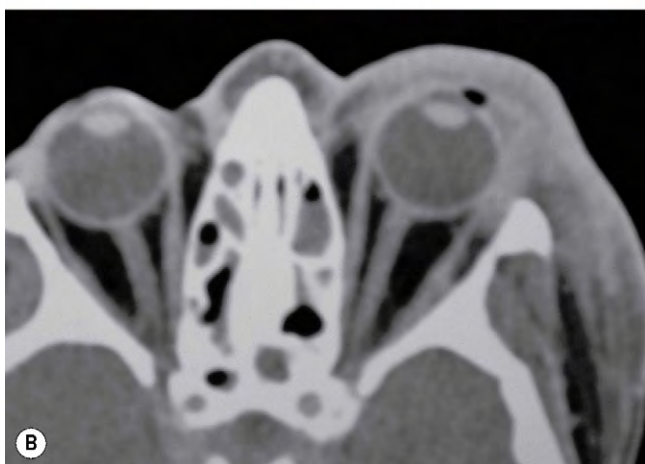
(A) Celulitis preseptal izquierda; (B) la TC axial muestra una opacificación anterior al tabique orbitario.
